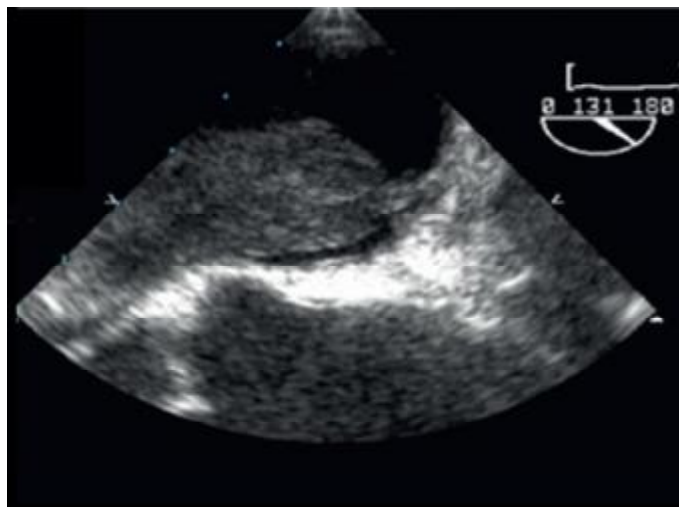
Insertion pédiculée d'un myxome de l'oreillette gauche En échographie transœsophagienne
